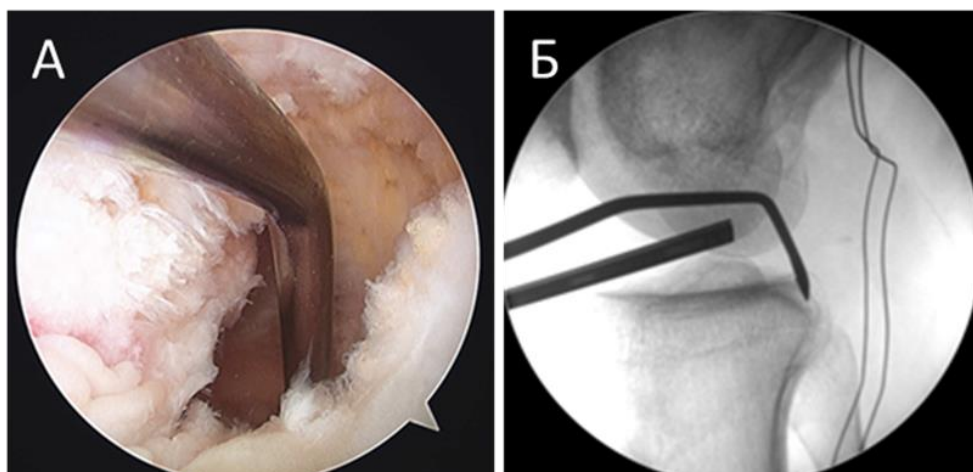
Этап обработки рашпилем проксимальной точки выхода предполагаемого канала в большеберцовой кости (А. артроскопическая картина обработки большеберцовой кости рашпилем, Б. рентгенограмма этапа обработки большеберцовой кости рашпилем)
